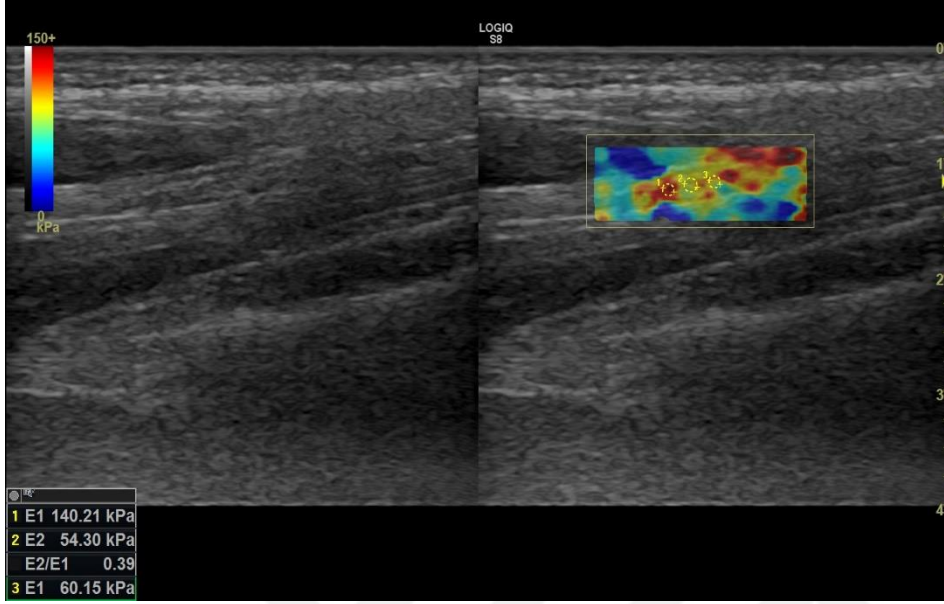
Hasta grubunda median sinir longitudinal strain elastografisi
